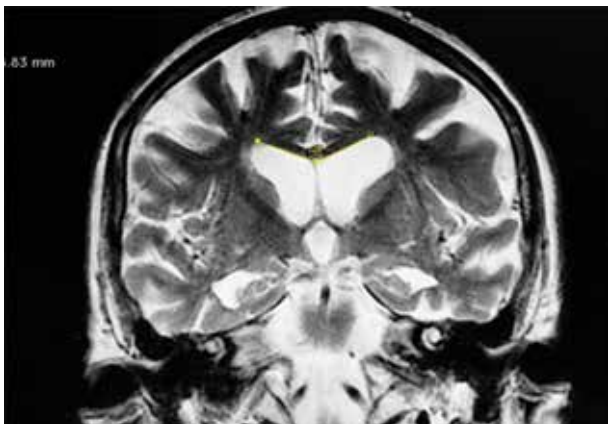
МРТ головного мозга пациента с БА. Коронарный срез. Признаки диффузных атрофических изменений. Расширение угла мозолистого тела: тупой угол (128°)
